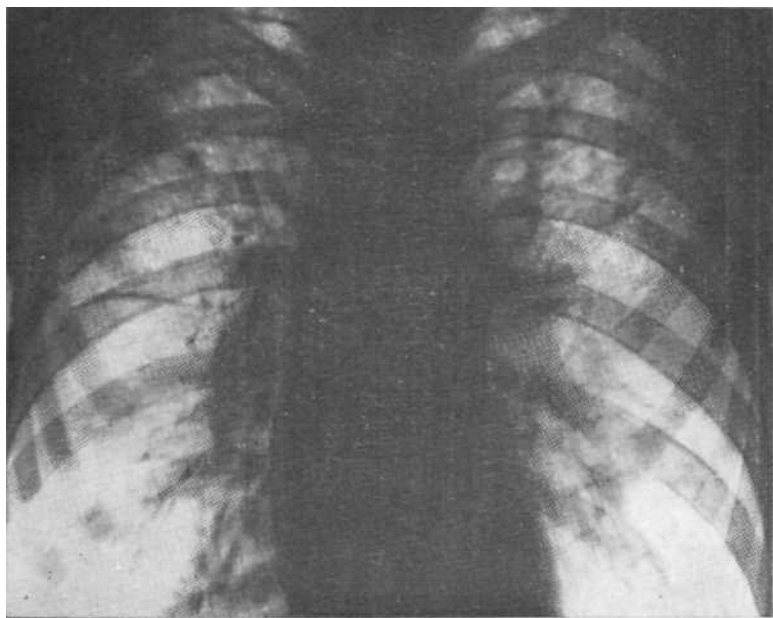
Обзорная рентгенограмма. Медиастинально-легочная стадия саркоидоза с преимущественным очаговым поражением верхних зон. Двусторонняя аденопатия. Биопсия легкого и лимфатических узлов.
